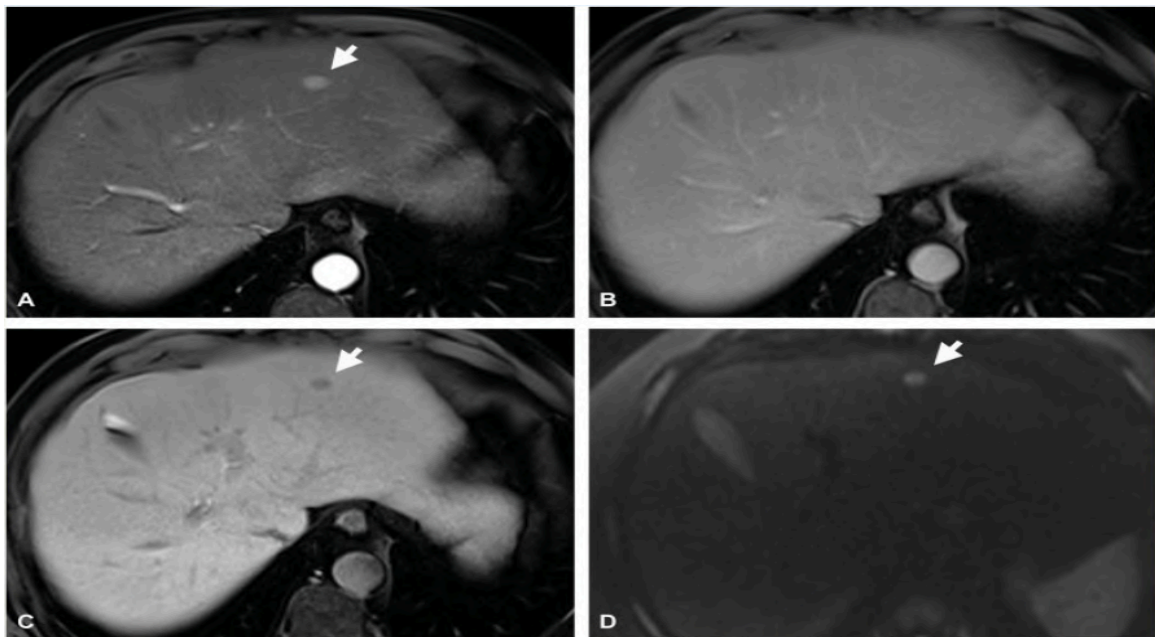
Resonancia magnética hepática con ácido gadoxético en un hombre cirrótico de 67 años con infección crónica por el VHC. La RM hepática en fase arterial muestra un nódulo hipervascular de 11 mm en el segmento 2 del hígado (flecha en A); no hay lavado en la fase venosa portal (B), y la lesión es hipointensa en la fase hepatobiliar (flecha en C). La imagen ponderada por difusión (flecha en D) muestra restricción de señal. La histopatología tras la biopsia ecoguiada diagnosticó un carcinoma hepatocelular bien diferenciado⁽³⁷⁾.
